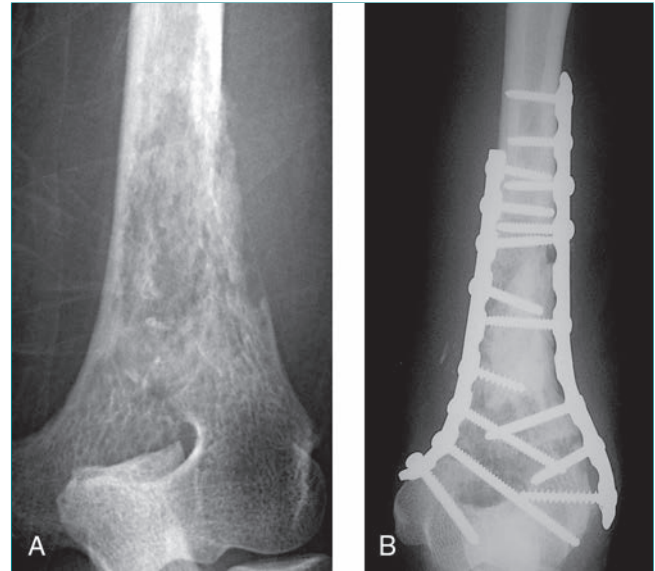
Radiografías del húmero distal de una mujer de 56 años con carcinoma endometrial metastatizante. A, Radiografía anteroposterior en la que se aprecia el carácter infiltrante de la lesión. La paciente tenía dolor persistente a pesar de la radioterapia de la metástasis. B, Radiografía anteroposterior postoperatoria tras legrado, cementado y fijación de la lesión con placa doble.
